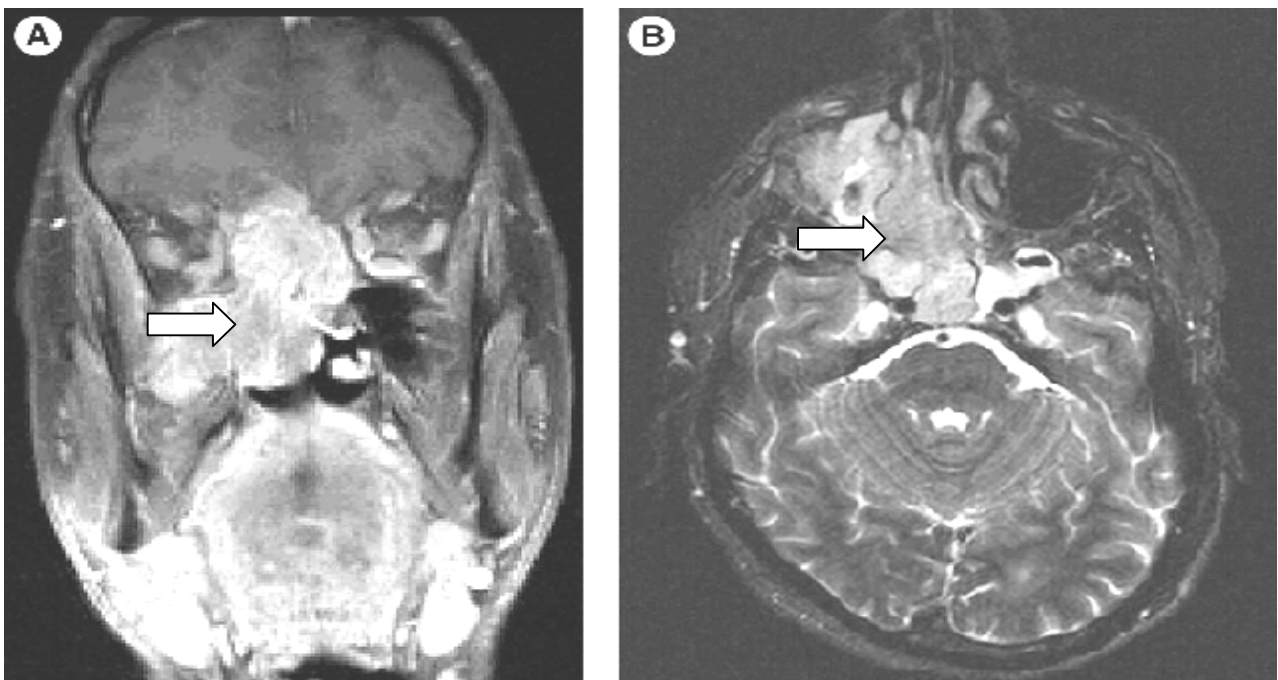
IRM crânio-faciale en coupe coronale (A) et en coupe axiale (B) d'une tumeur maligne des cavités nasosinusiennes (flèche) avec une infiltration de l'étage antérieur de la base du crâne (89).
